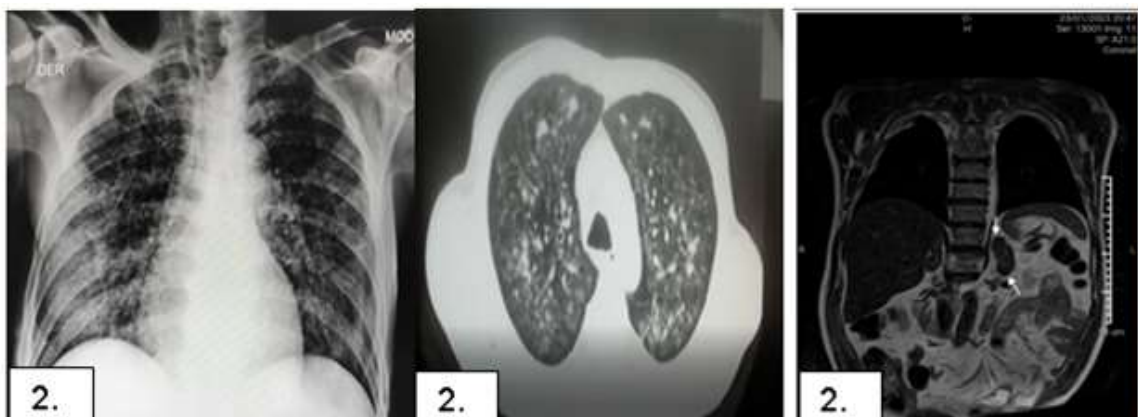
A- Radiografía de tórax con infiltrado intersticial pulmonar bilateral. 2.B- Tomografía de tórax con infiltrados y lesiones parenquimatosas difusas. 2.C- Resonancia magnética nuclear de abdomen con aumento de tamaño de ambas glándulas suprarrenales.
